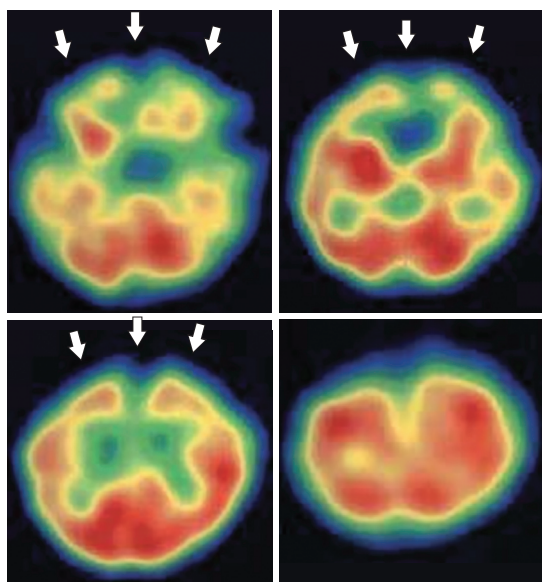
SPECT of Case 1 on day 18
